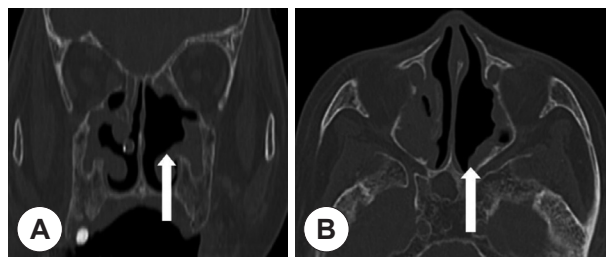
Postoperative coronal (A) and axial (B) CT scans show no soft tissue densities attributed to maggots (white arrow) in left superior meatus.
